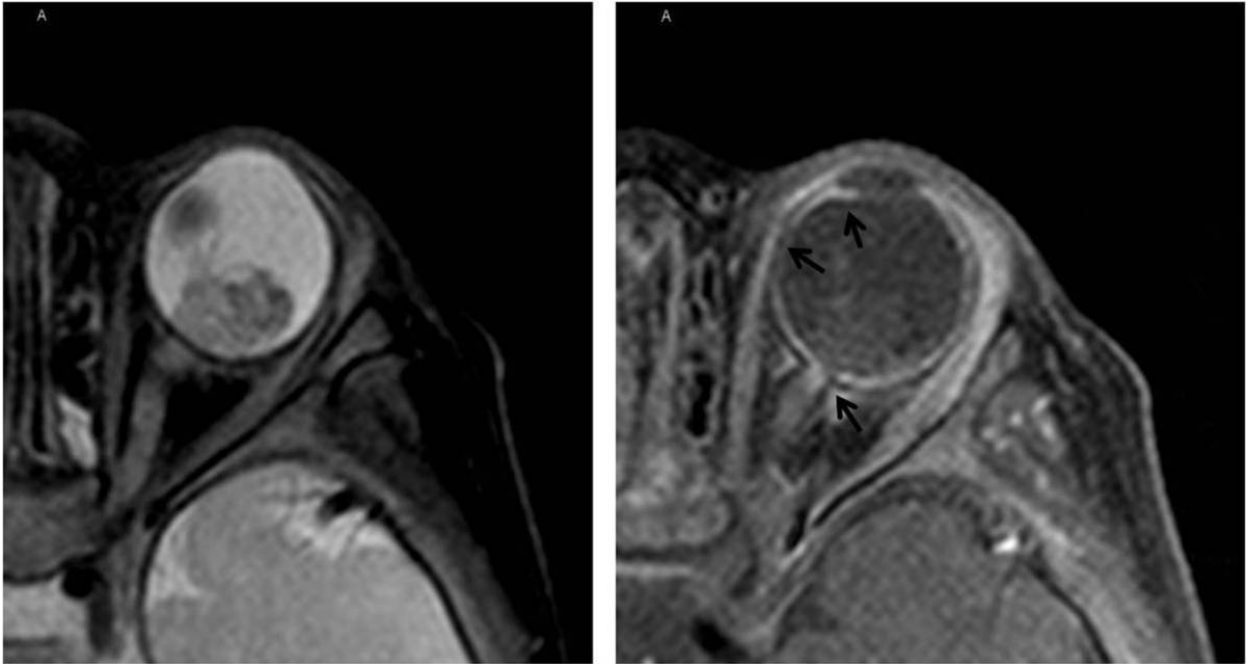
Niño de un año y cuatro meses con retinoblastoma bilateral. Cortes axiales de RM de órbita izquierda en secuencias potenciadas en T2 y T1 con gadolinio. Se identifica una captación anormal del nervio óptico pre y postamniar, sugestivo de infiltración, que se confirmó en el estudio histológico. Existe además invasión de la coroides y del cuerpo ciliar del lado nasal.
